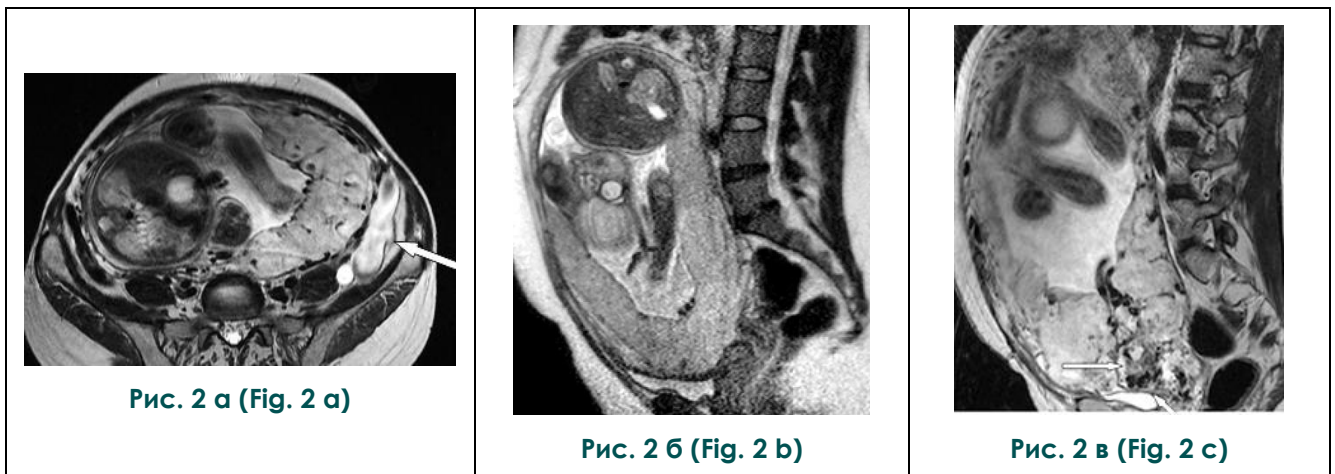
МРТ T2ВИ в аксиальной и сагиттальной плоскостях. Дополнительные критерии врастания плаценты соответственно системе MAPI-RADS.
